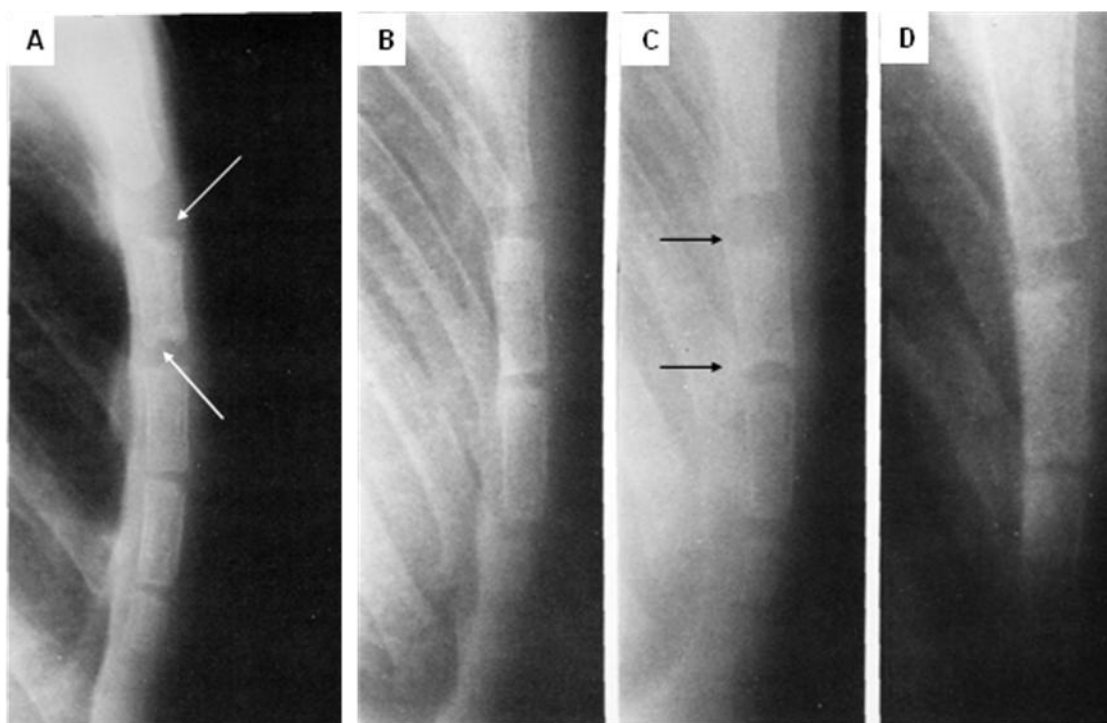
86. A. Paciente de 5 años de edad con anemia de células falciformes, pequeña concavidad en las porciones superior e inferior del primer segmento esternal (flechas blancas). B. Paciente de dos años de edad, la radiografía lateral muestra un esternón normal. Cuatro meses después (figura C) hay una concavidad en ambos extremos del primer segmento esternal (flechas negras). Cuatro años después (figura D) el esternón es normal.
